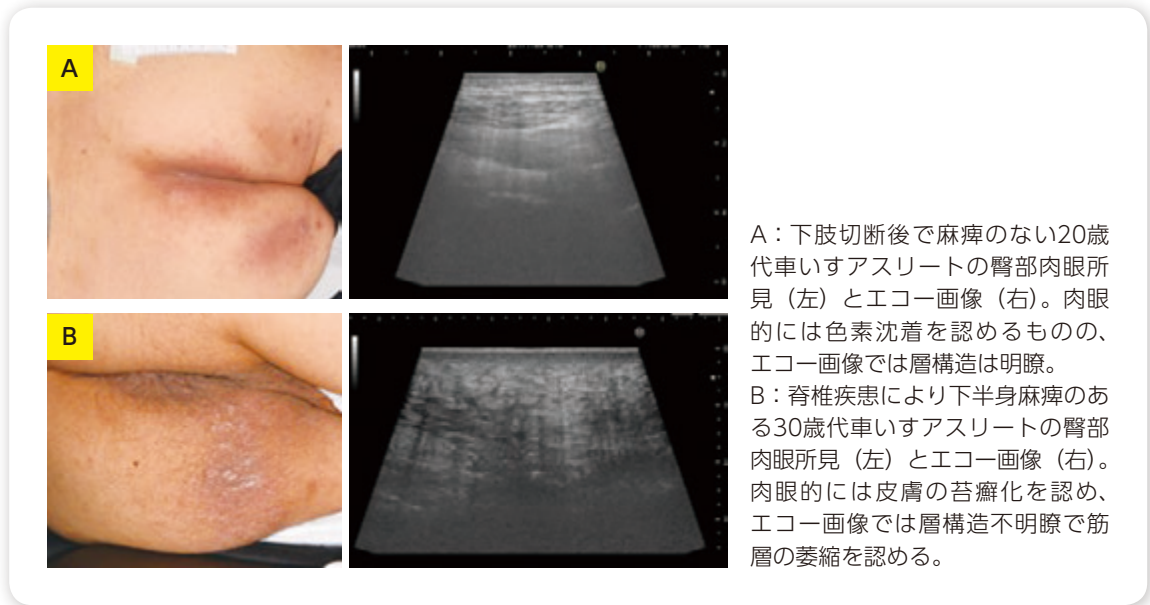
麻痺者と非麻痺者の肉眼所見と超音波（エコー）画像
